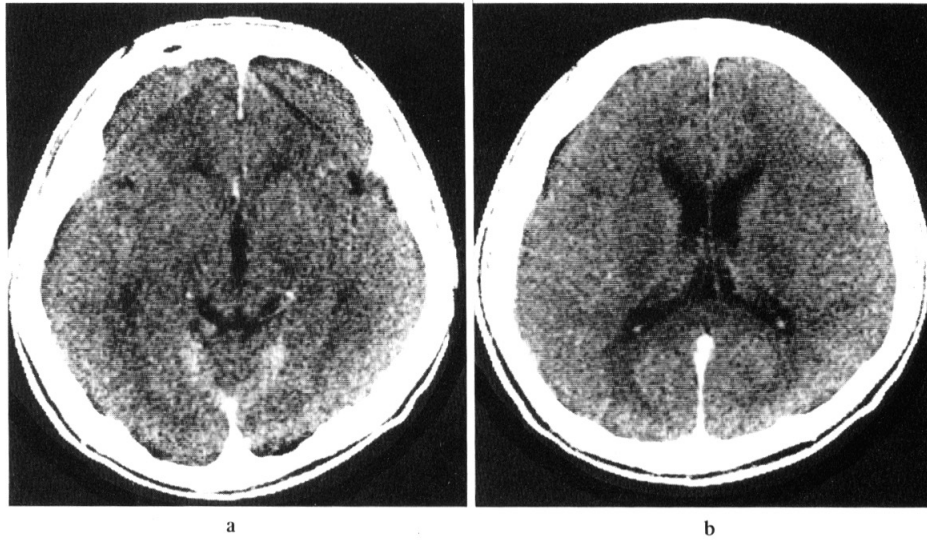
Contrast enhanced CT on the 79th day showing no abnormality.
